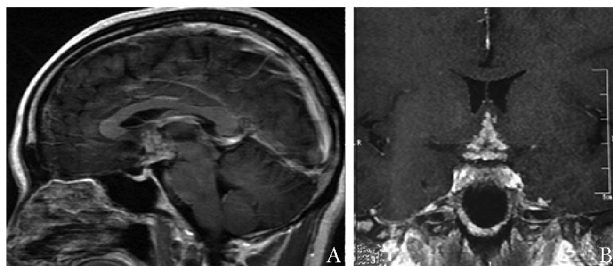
患者鞍区MRI提示垂体柄及下丘脑区占位性病变
